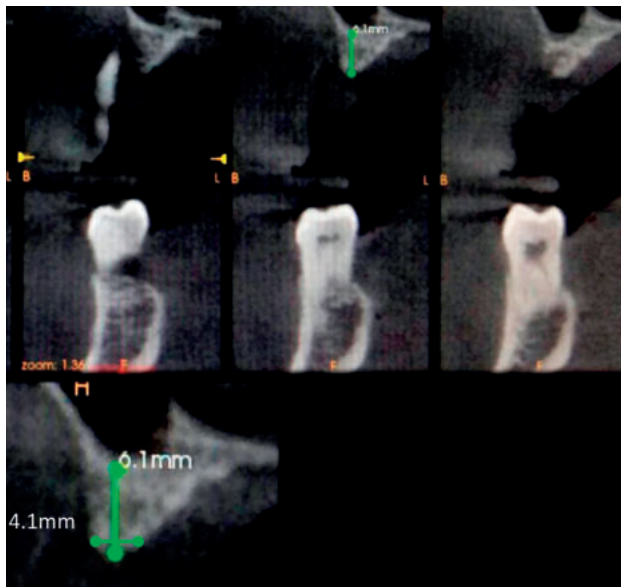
CBCT con corte ortorradiol de la situación inicial.
